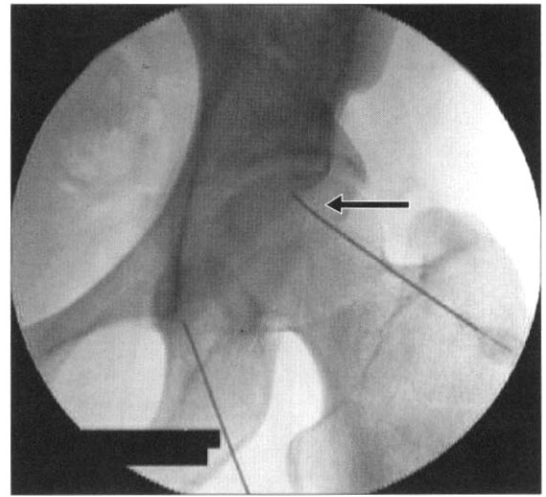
Anteroposterior view radiograph shows the RFK cannula for the radiofrequency lesioning of articular branches of the femoral nerve (arrow).
